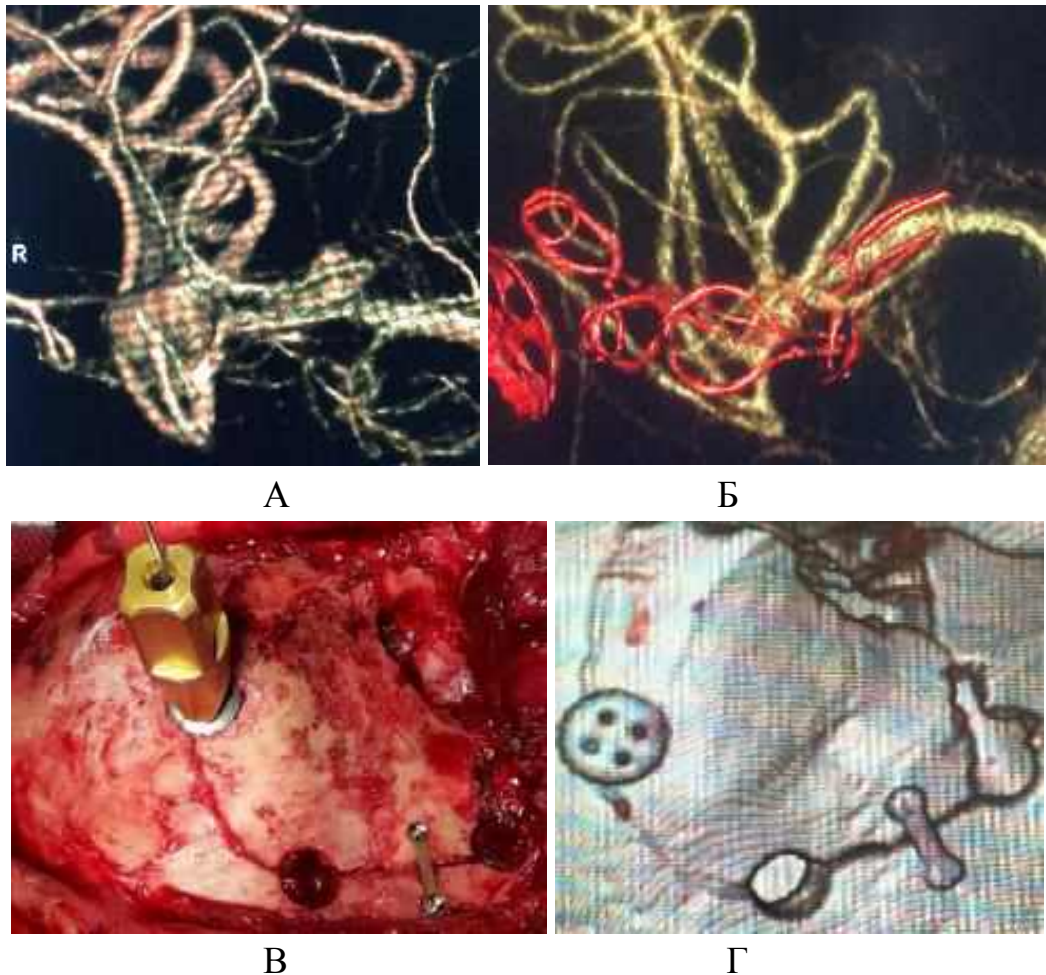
А — 3D ЦАГ, множинні БГА СМА справа; Б — 3D ЦАГ на 6-ту добу після операції, збережена прохідність М1-М2 стовбурів та гілок СМА, в проекції БГА тіні кліпсів (ремоделювання біфуркації М1-М2 2-ма кліпсами Standard and Fenestrated type Mizuho (Японія); повздовж М1 сегменту в проекції БГА- тіні кліпсів Mini type Mizuho (Японія); В — етап фіксації кісткового клаптя після РПД (neurosurgical osteosynthesis system, Evonos GmbH (Німеччина)); Г — МСКТ ГМ після РПД (клінічне спостереження №154)
